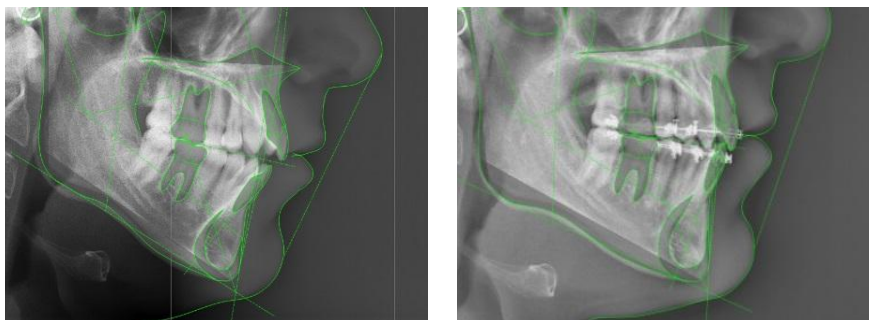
Comparación de telerradiografías inicial y final del tratamiento, evidenciando el cierre de la mordida abierta anterior y la disminución del ángulo de altura facial inferior.
